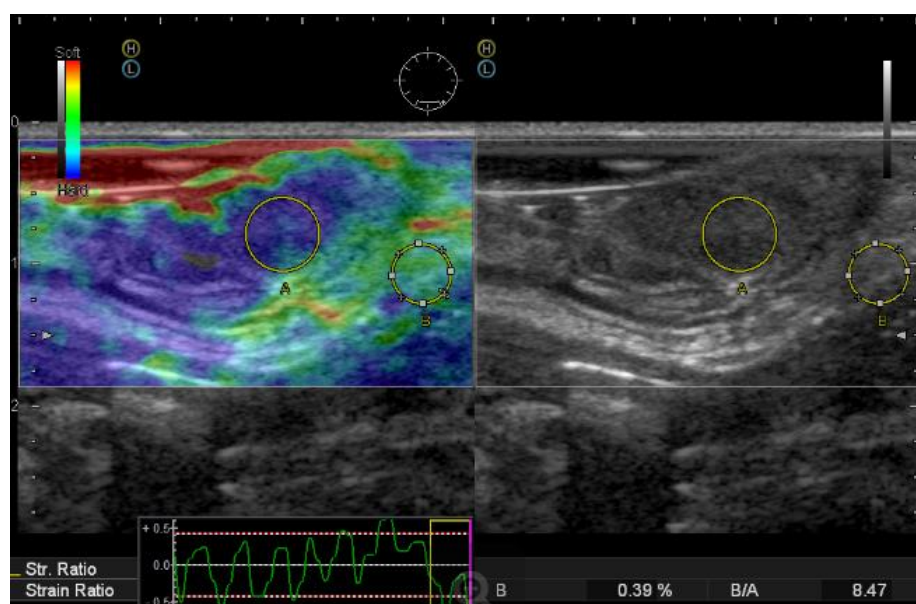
Ультрасонограмма и соноэластограмма ЭРУЗИ.
